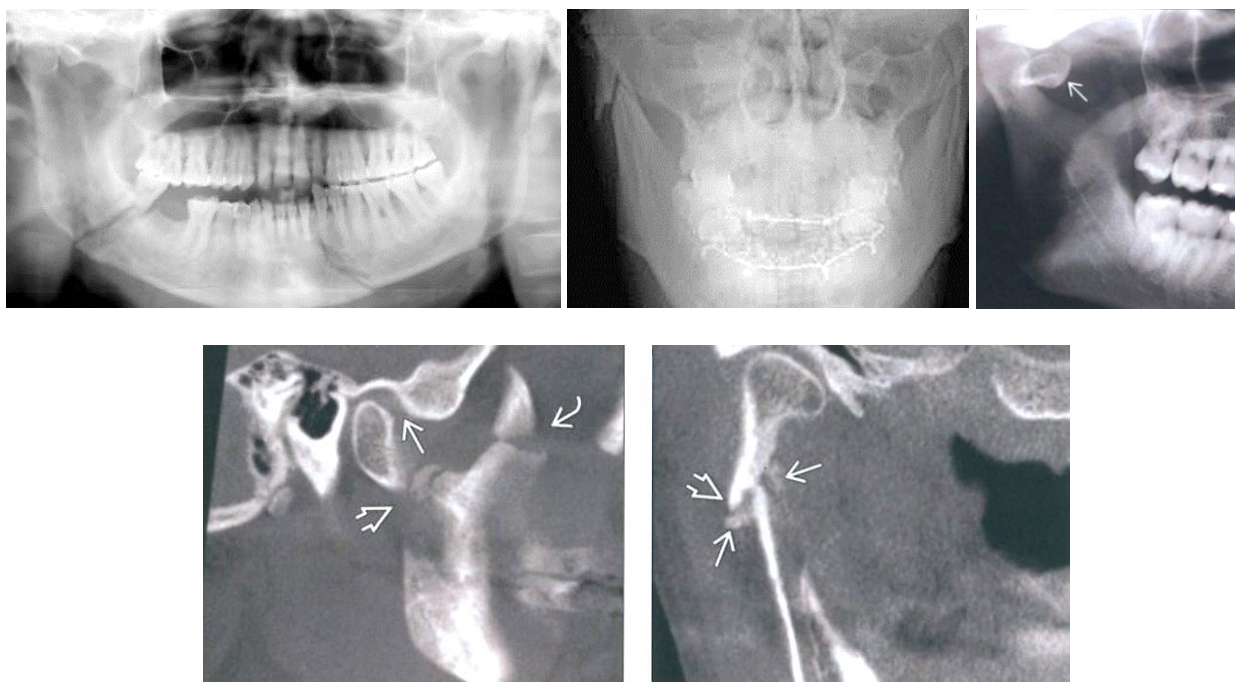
Примеры рентгенологической диагностики переломов нижней челюсти
